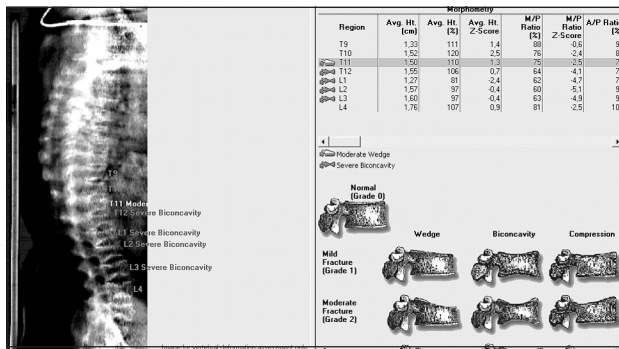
Результаты рентгеноморфометрического анализа больного Б.
